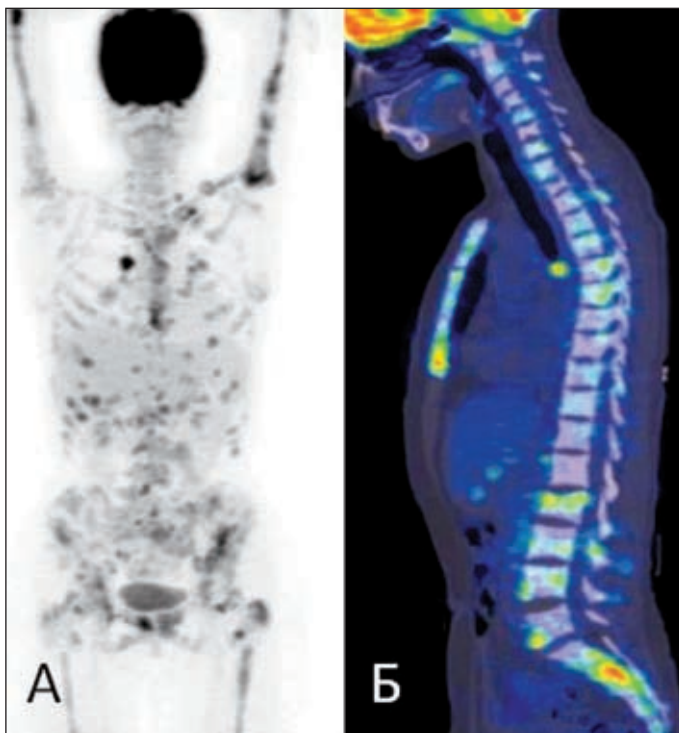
Пациентка с диагнозом рак правой молочной железы. Состояние после радикальной мастэктомии в 2007 г. Признаки тотального метаболически активного поражения скелета вторичного характера. Вторичное метаболически активное поражение печени; лимфоузлов средостения, забрюшинных, подвздошных, над- и подключичного слева. А – ПЭТ-скан, Б – совмещенные ПЭТ/КТ томограммы
